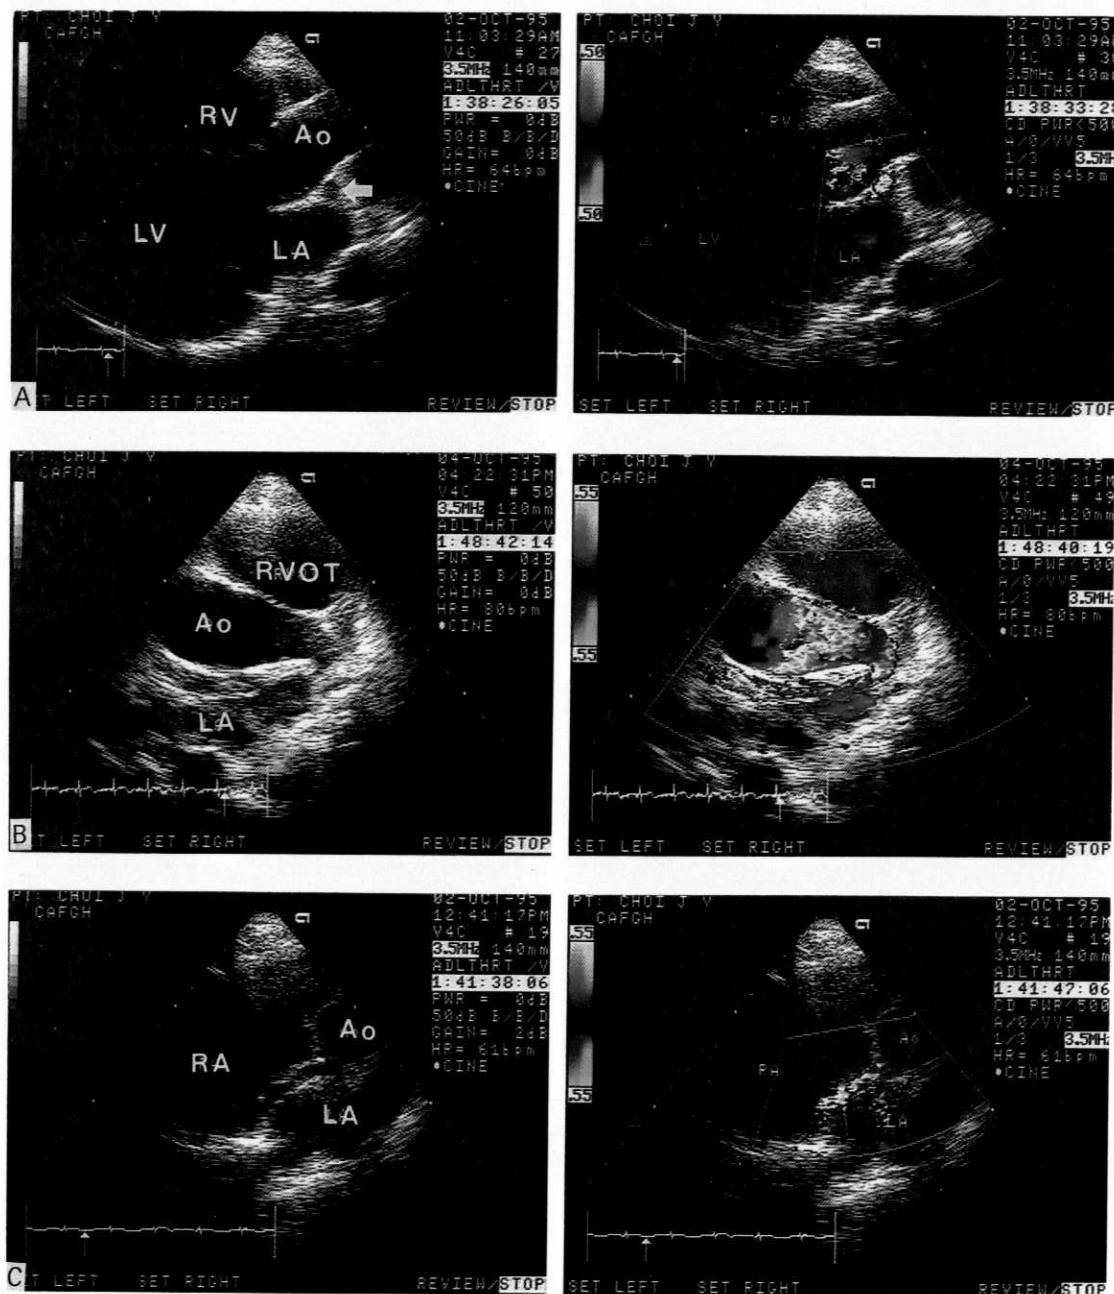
Transthoracic echocardiography. Parasternal long axis view(A) show abnormal vascular space(arrow) between left atrium and aorta. Modification of parasternal short axis view(B, C) represent dilated left main coronary artery and coronary artery fistula draining into the right atrium.
